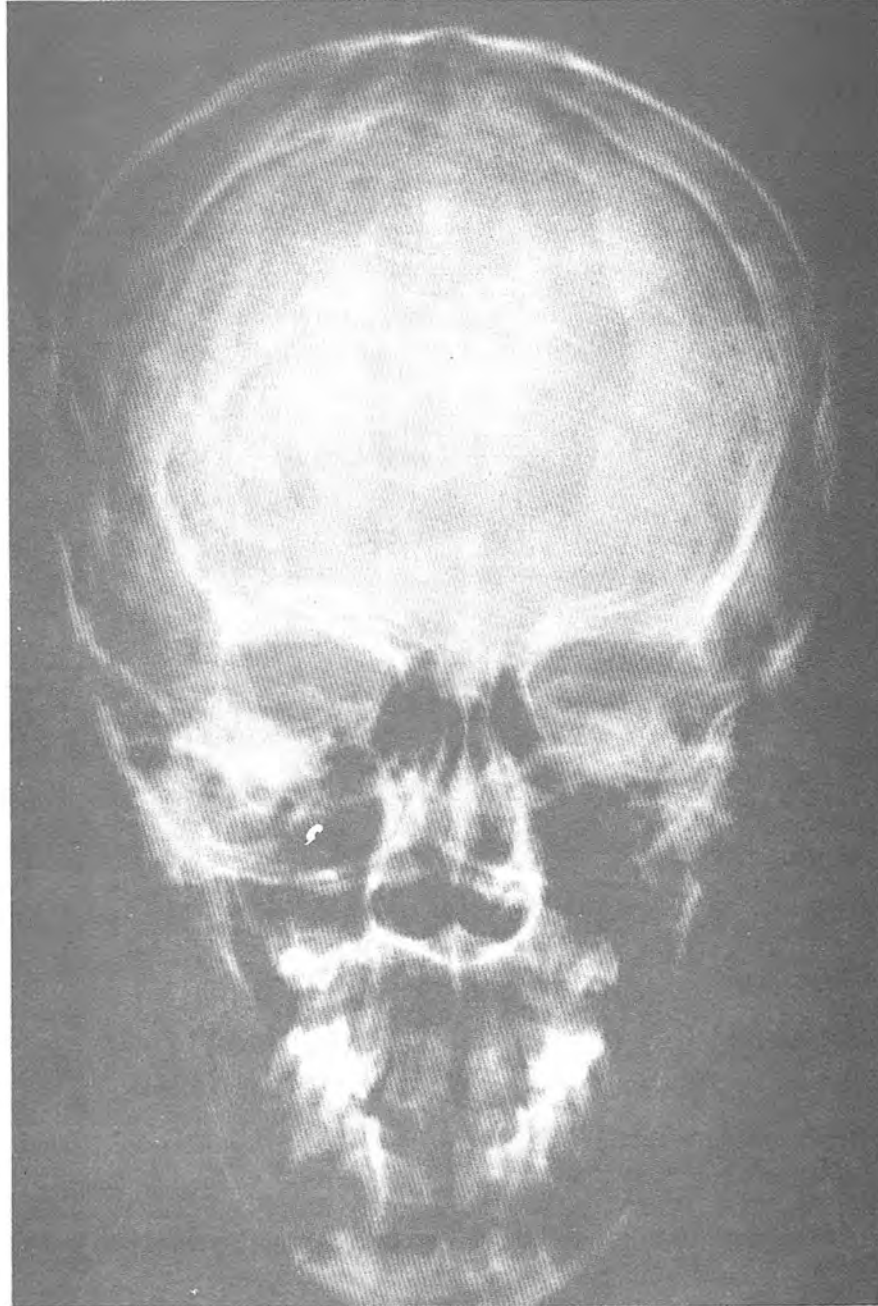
Posteroanterior radiograph of the skull.
